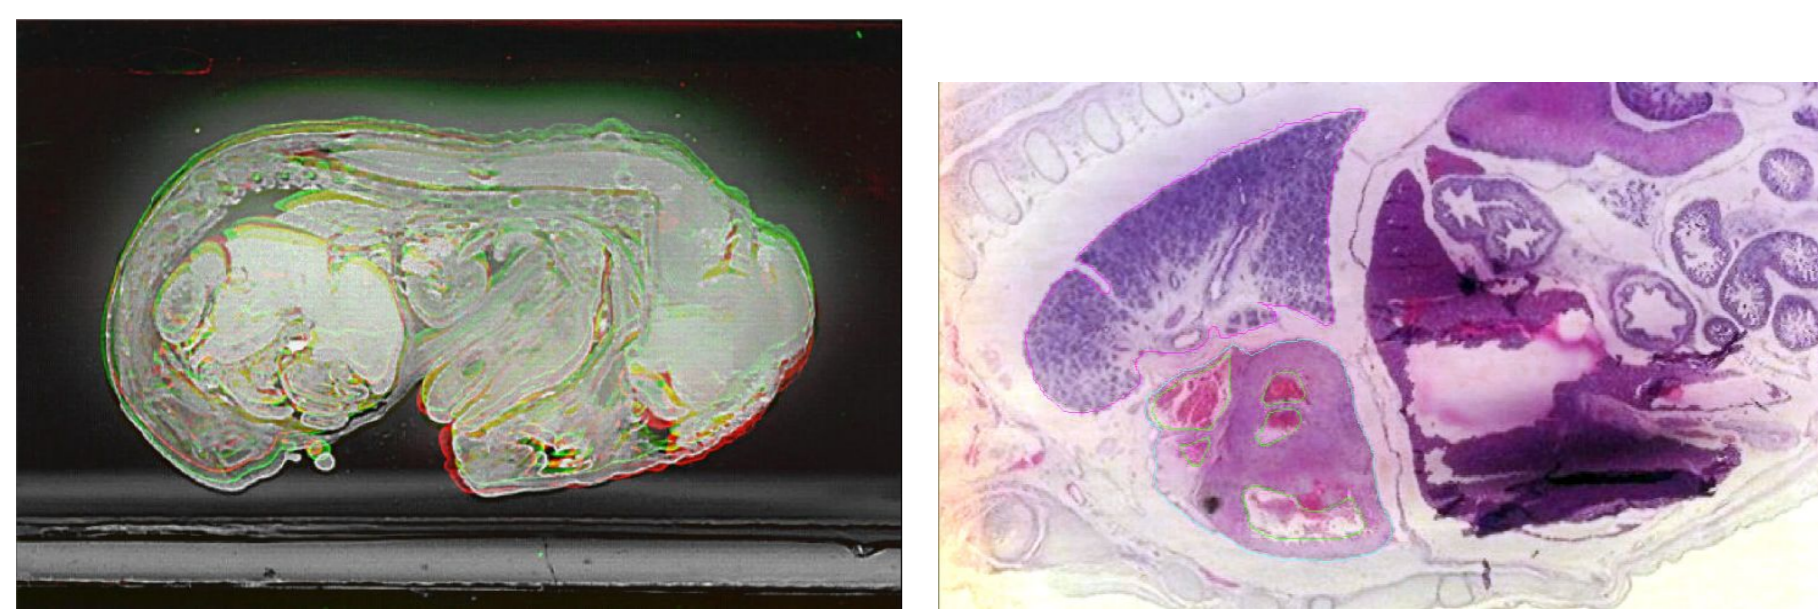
Část naskenované série *Clethrionomys glareolus*, 16 mm TK.
